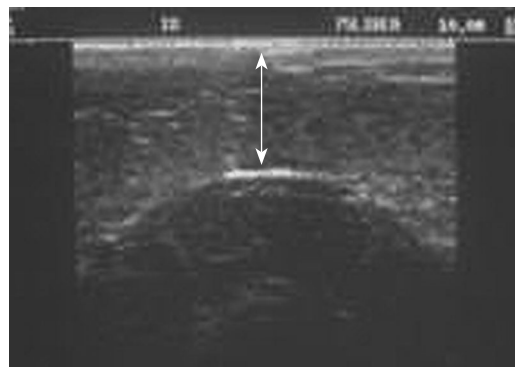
超声多普勒仪测量乳房皮肤表面与放射源头端球体的距离
